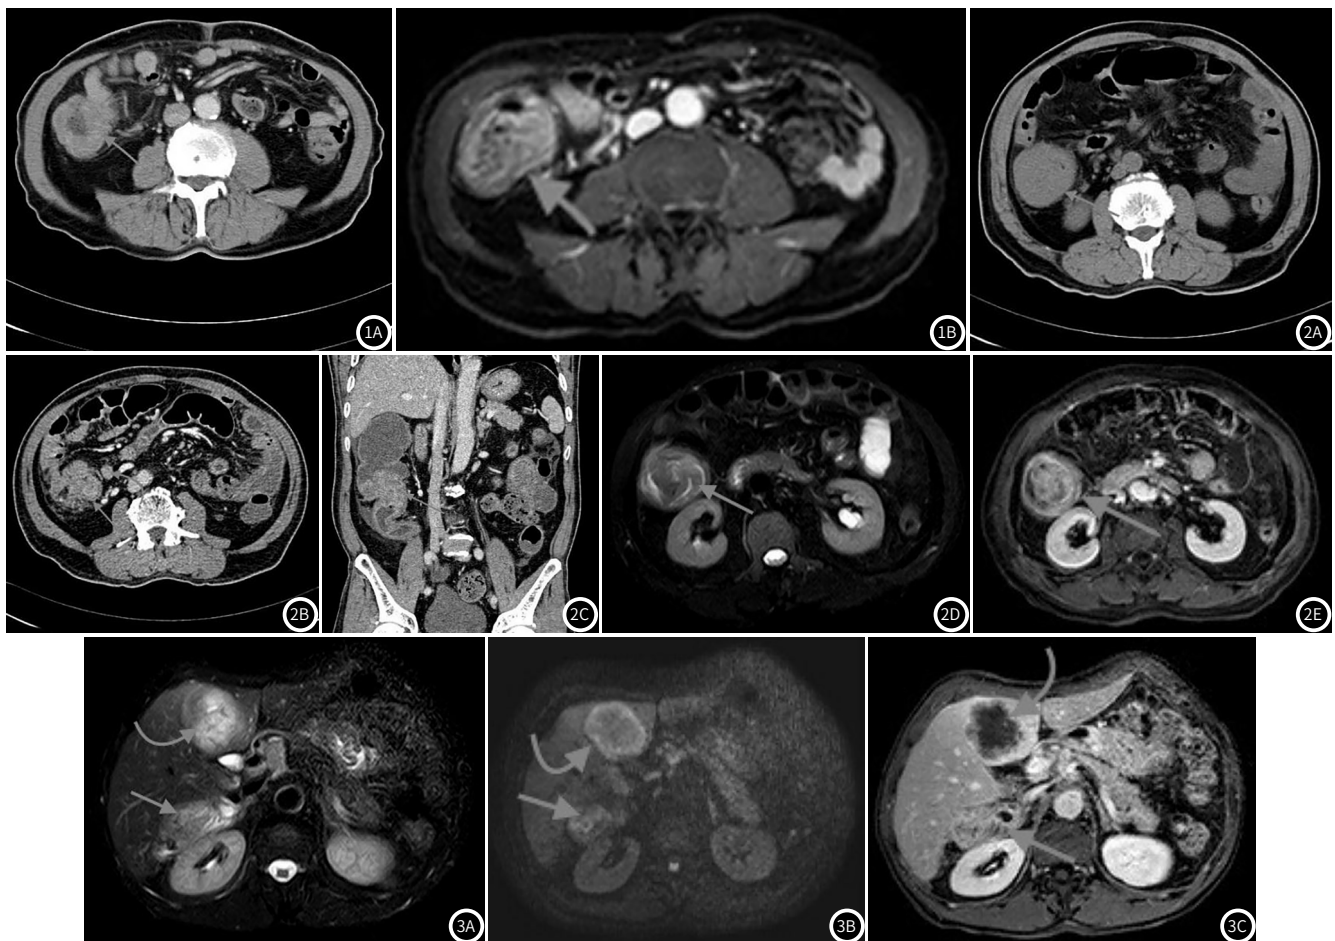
男, 81岁, 升结肠腺癌T₃期。图1A: CT静脉期横断位示升结肠壁轻度强化(直箭); 图1B: MRI横断位T₂WI增强扫描示升结肠壁不均匀强化(直箭)。
